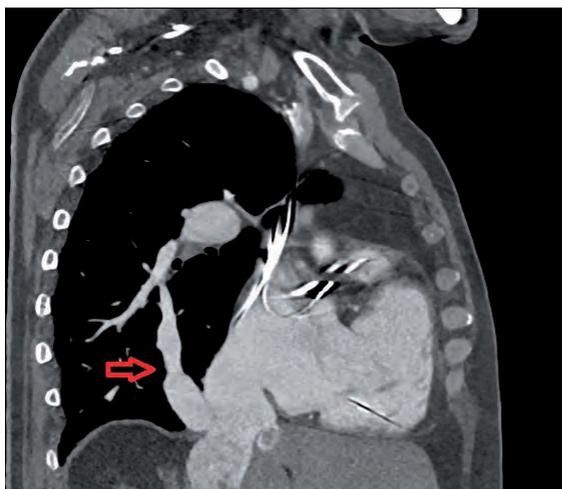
TC de tórax con reconstrucción sagital. La flecha roja señala el drenaje venoso pulmonar anómalo.
